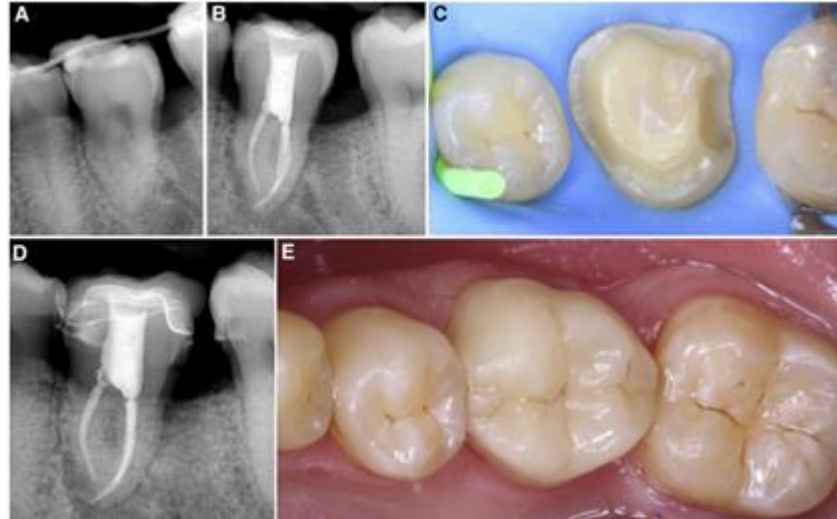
A) Diente trasplantado estabilizado con una férula de alambre, B) Radiografía después del tratamiento de conductos, C) Vista oclusal de aislamiento absoluto, D) Radiografía dentoalveolar de seguimiento de dos años, E) Vista oclusal de seguimiento clínico a los dos años.¹⁵
